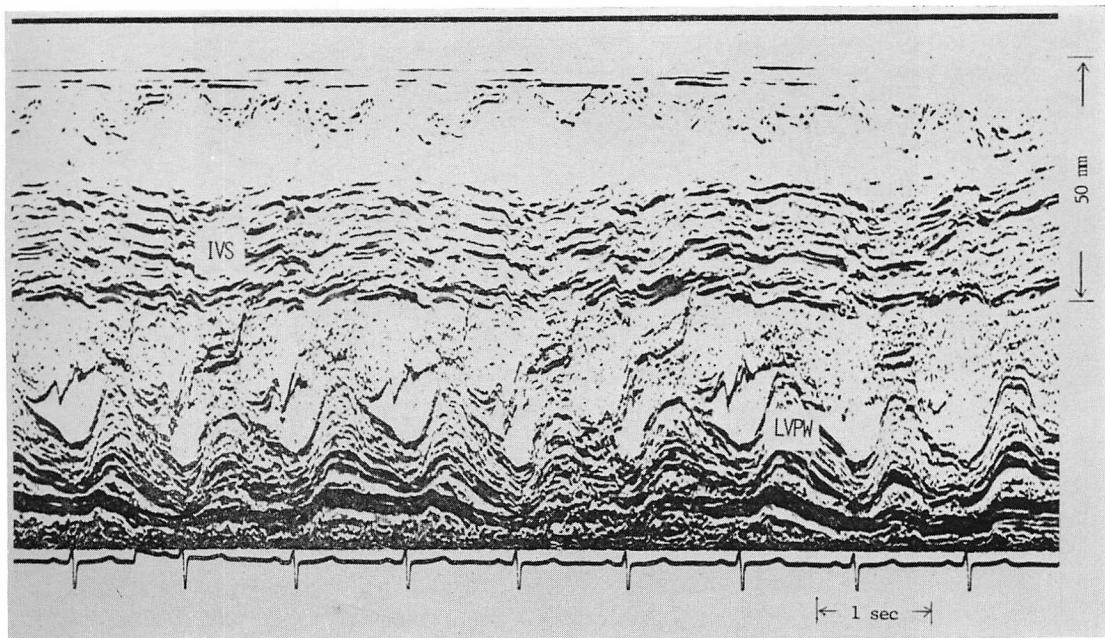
Echocardiogram at rest showing asymmetric septal hypertrophy (ASH) and small pericardial effusion.
